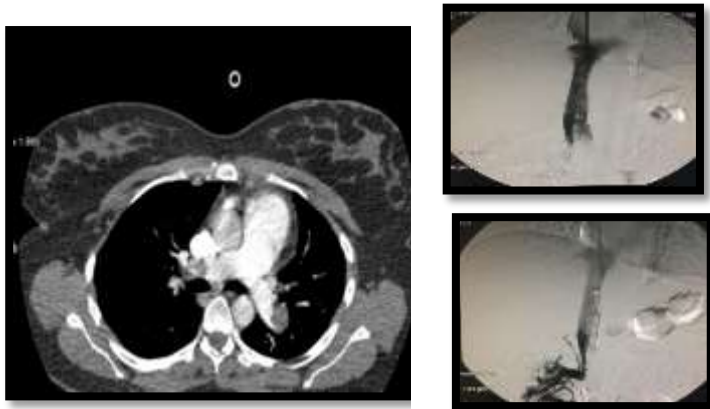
Izquierda: Embolismo pulmonar bilateral en angio-TC de arterias pulmonares. Derecha: Colocación de filtro de vena cava inferior mediante intervencionismo radiológico.
